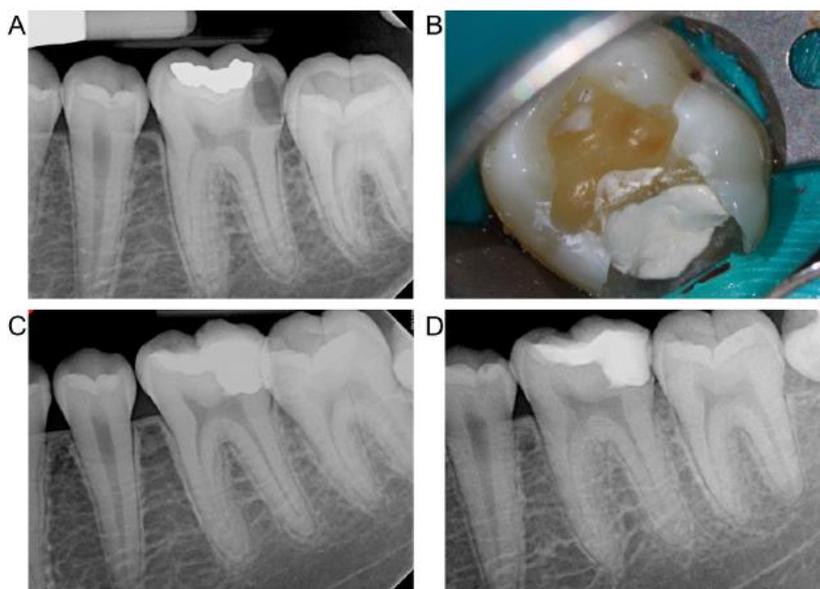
Radiografia pré-operatória de exposição à cárie no dente 36. (B) Cobertura pulpar direta com BC Sealer. (C) Radiografia pós-operatória imediata. (D) Radiografia de acompanhamento - 6 meses.
